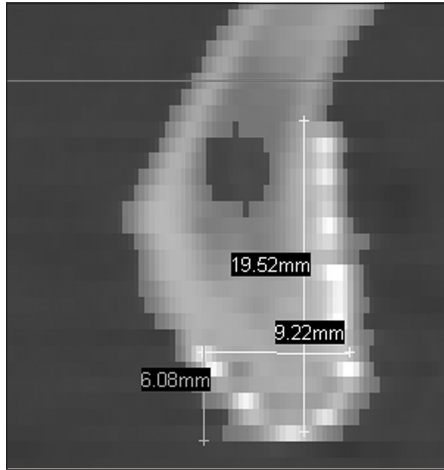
Фото рентгенограммы нижней челюсти. Линейные размеры сетчатого имплантата в зоне сагиттального сечения
